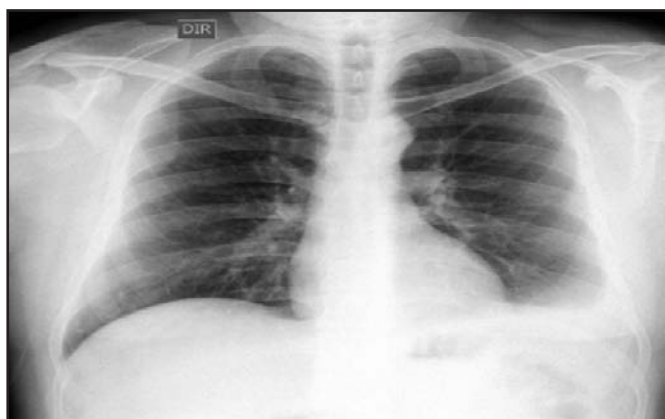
Radiografia de tórax mostrando obliteração do seio costofrênico esquerdo.
